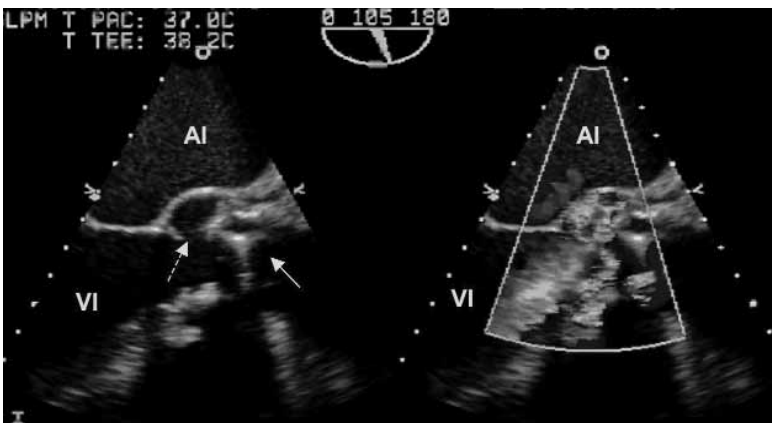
Dehiscencia de prótesis aórtica. En la imagen de la izquierda se observa cómo la prótesis mecánica (flecha de línea continua) está descolgada de su ubicación normal (flecha de línea discontinua). A través de esta zona dehiscente se observa en la imagen con Doppler color de la derecha, jet amplio de insuficiencia aórtica periprotésica. VI: ventrículo izquierdo; AI: aurícula izquierda.
